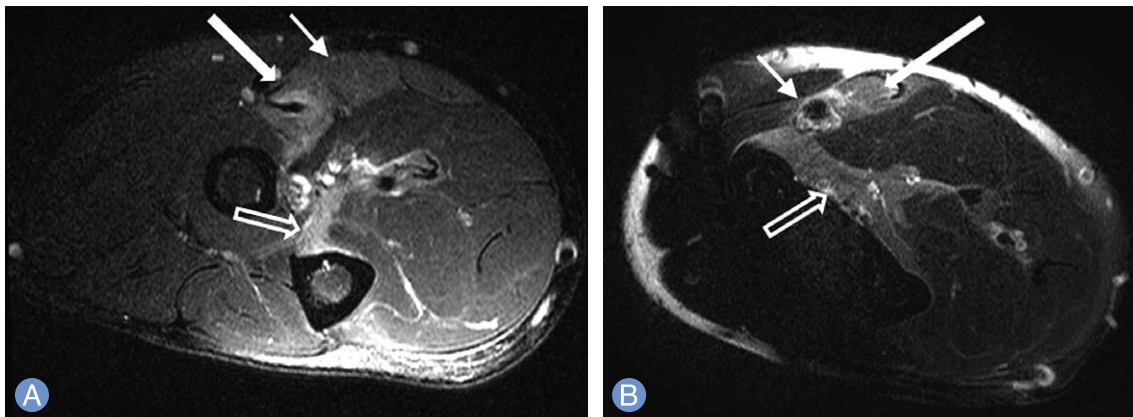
Preoperative right forearm magnetic resonance imaging T2-weighted image coronal view shows (A) increased signal change, atrophy and edematous change of the pronator teres (thick arrow), flexor carpi radialis (thin arrow), flexor digitorum profundus (empty arrow), and (B) increased signal change, atrophy and edematous change of the flexor carpi radialis (thick arrow), flexor pollicis longus (thin arrow), pronator quadratus (empty arrow).
